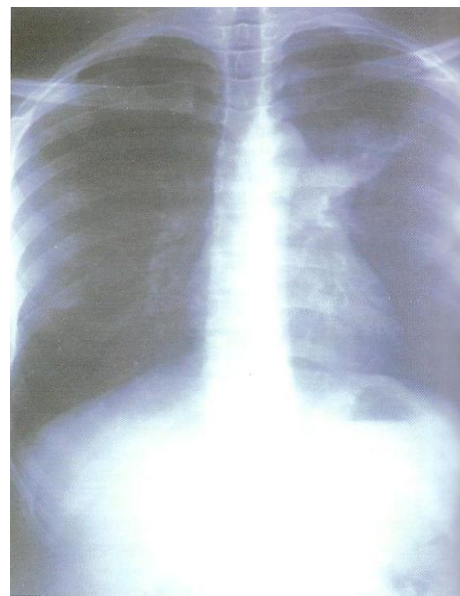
Radiografia ao torácico de uma pessoa com tuberculose pulmonar extensa (Marrques, 2007)
